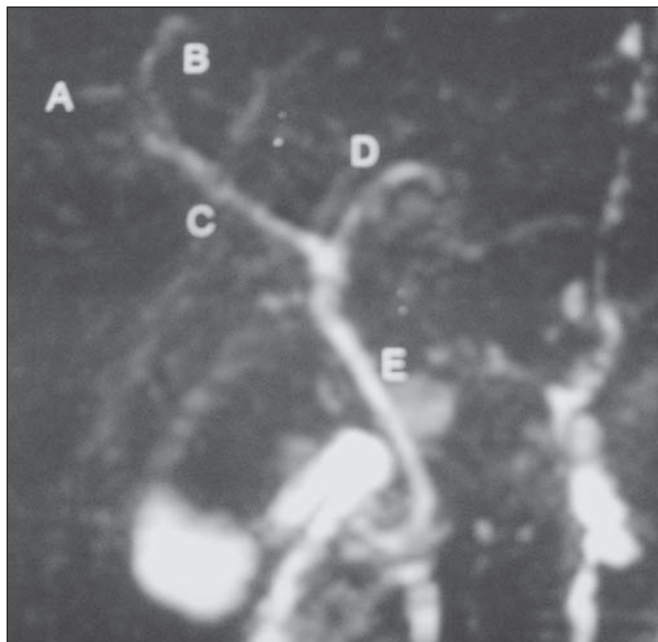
Colângio-RM mostrando a anatomia hepática normal. A, ducto hepático anterior direito; B, ducto hepático posterior direito; C, ducto hepático direito; D, ducto hepático esquerdo; E, ducto hepático comum.
